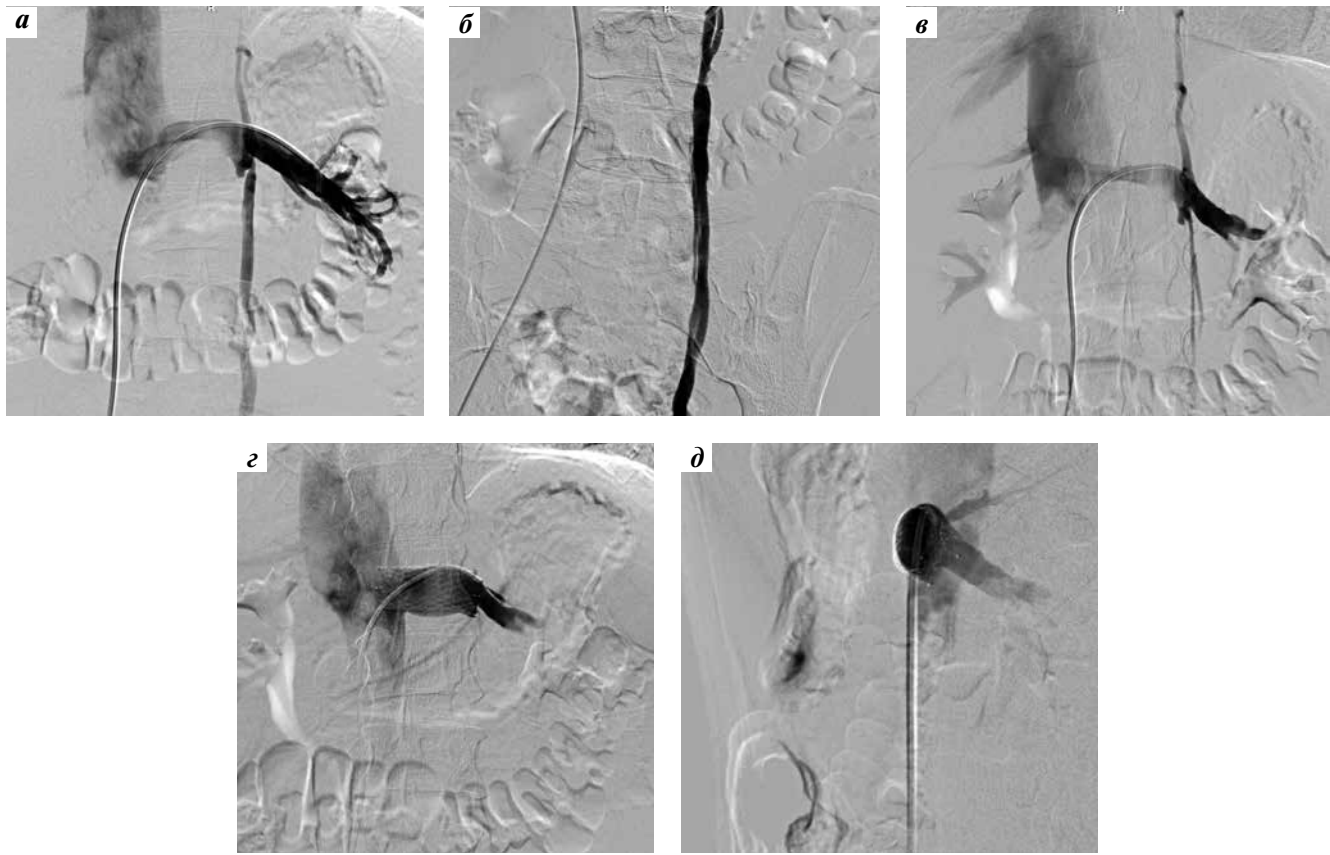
Лечение синдрома орехокола: а – в – рентгеноэндоваскулярная окклюзия несостоятельной внутренней яичковой вены (1-й этап); г, д – стентирование левой почечной вены, прямая (г) и боковая (д) проекции (2-й этап)
